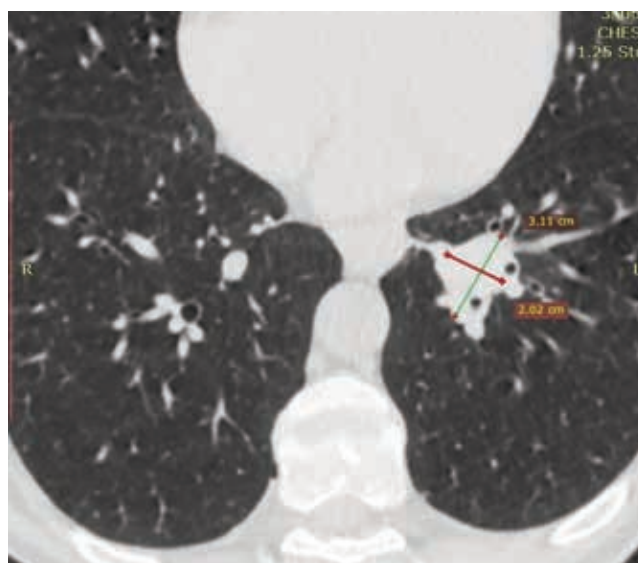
СКТ органов грудной клетки от августа 2014 г., на которой зарегистрировано прогрессирование опухолевого процесса
